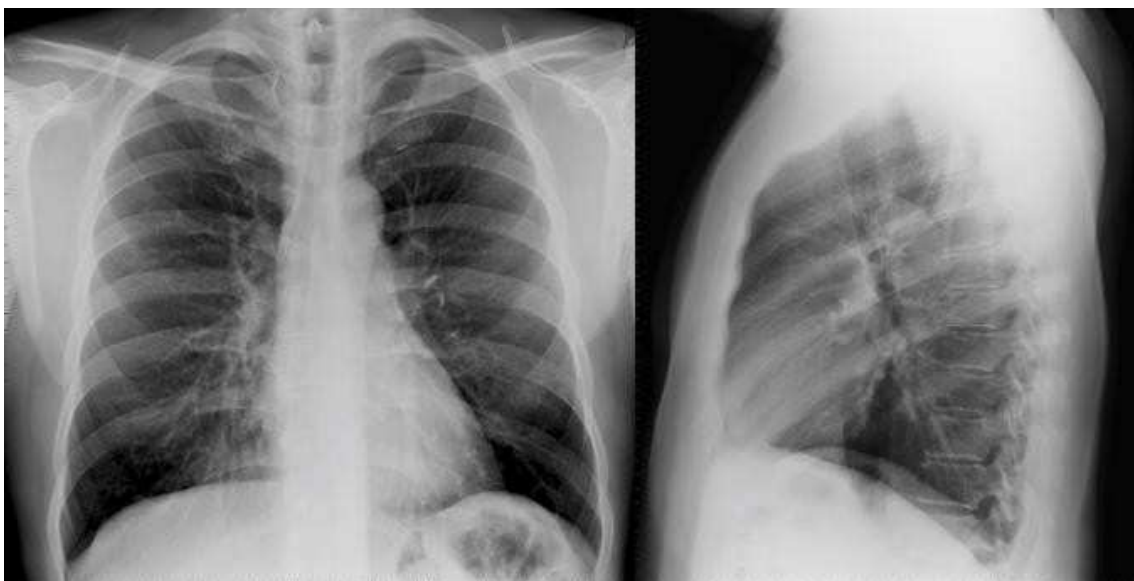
Radiografia AP e LL dal torace
